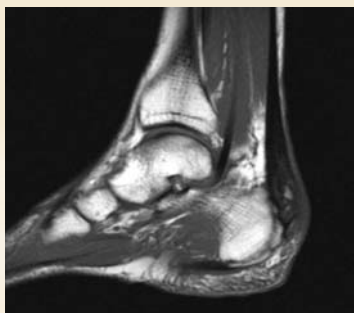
Imagem em ressonância magnética de um tendão de Aquiles degenerado.
